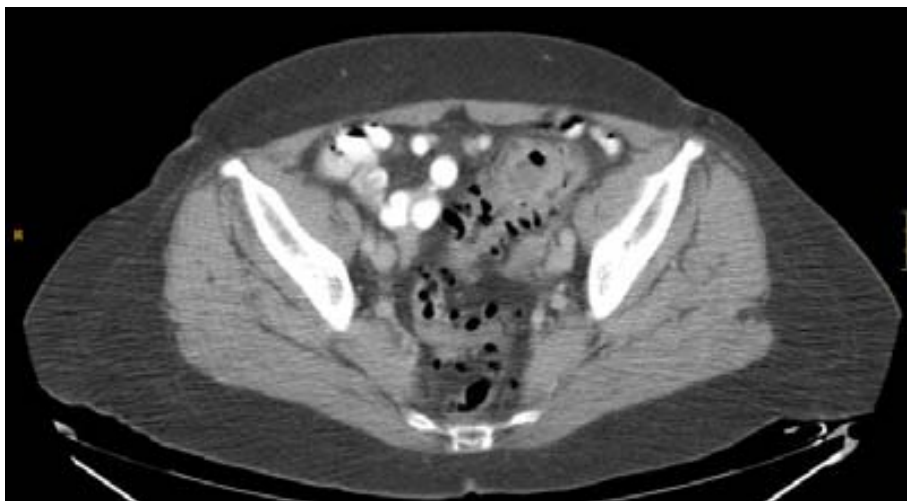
Imagen que muestra una tomografía computerizada abdominal, diverticulitis aguda en región de sigma proximal, nótese la presencia de múltiples formaciones sacciformes a lo largo de la totalidad del colon sigmoideo.
